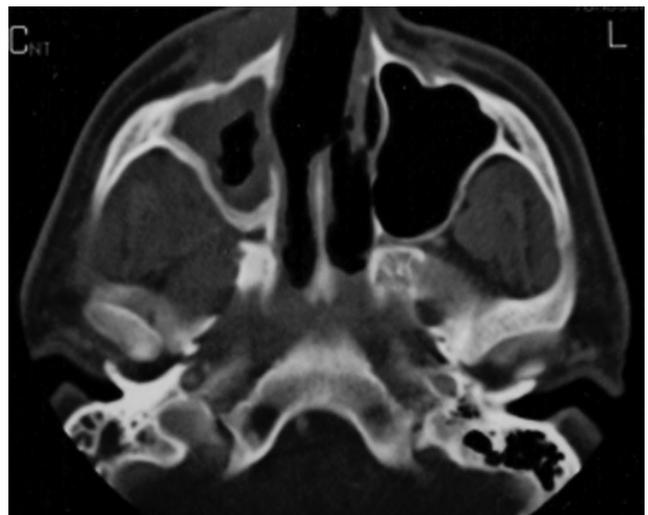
Tomografía computarizada craneo-facial, corte axial: perforación septal.
